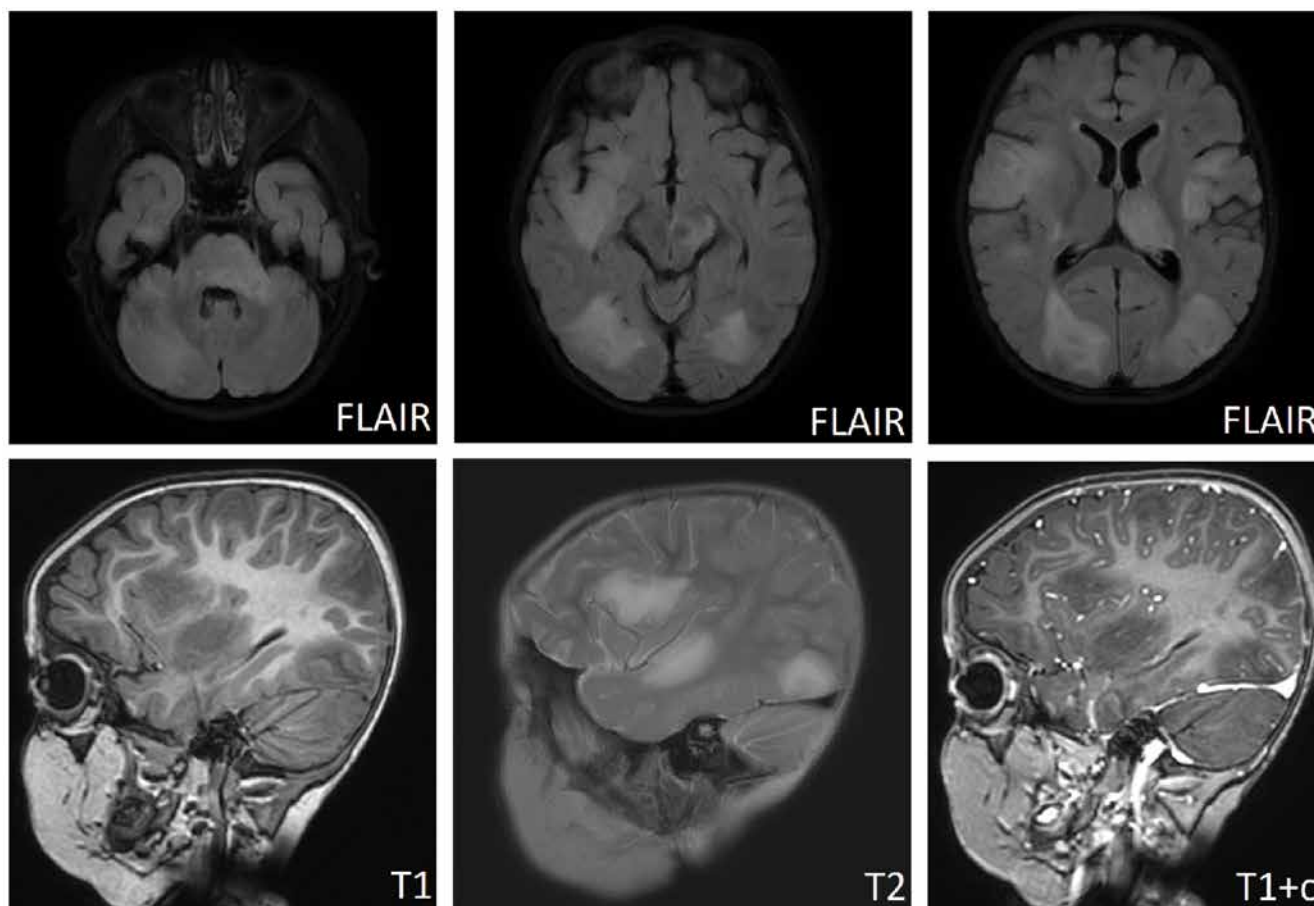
Магнитно-резонансная томография головного мозга пациентки D. Пояснения в тексте
